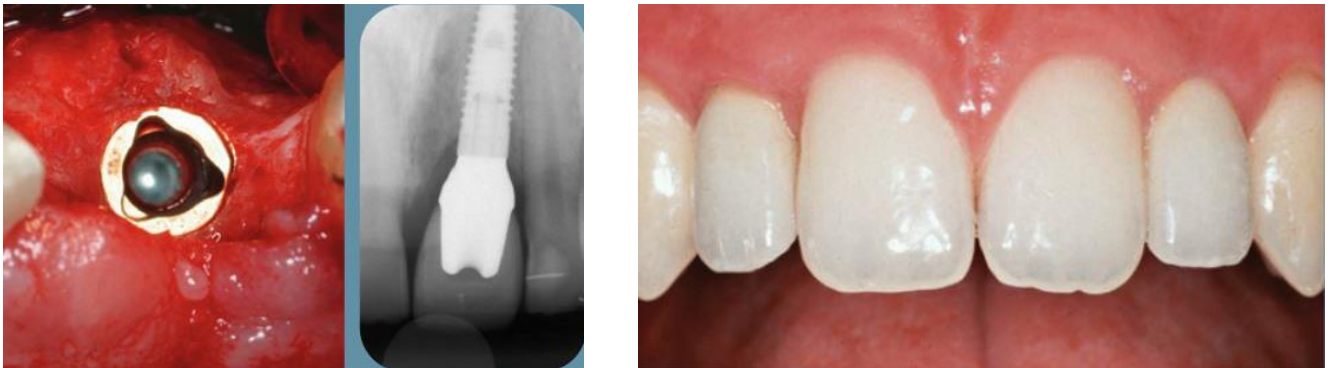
Photographie per-opératoire, puis radiographie et photographie intra-buccale après pose de la couronne d'usage sur un implant unitaire en secteur esthétique pour le remplacement de 21 (247)
